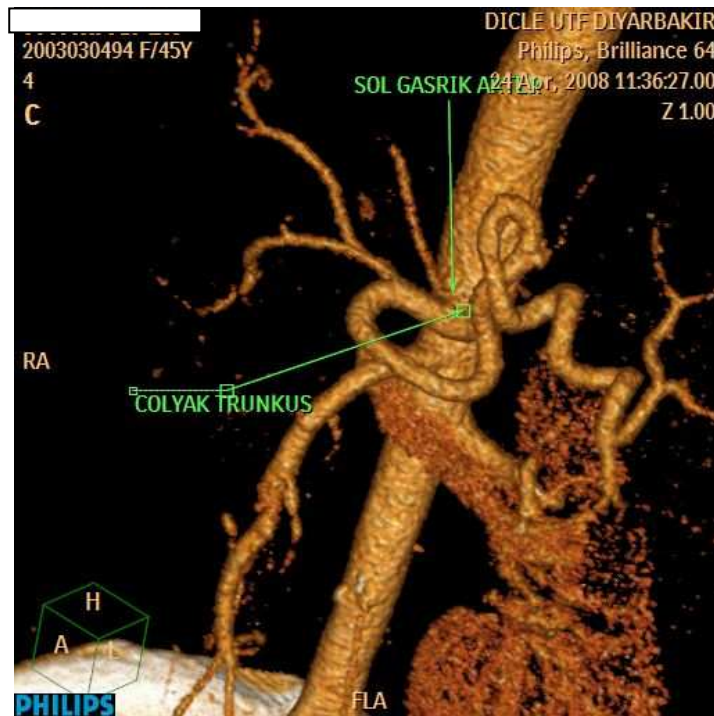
ÇKBT anjiyografide çölyak trunkus orjinli gastro duodenal arter görünümü : MİP (a , b) , VR (c) .
